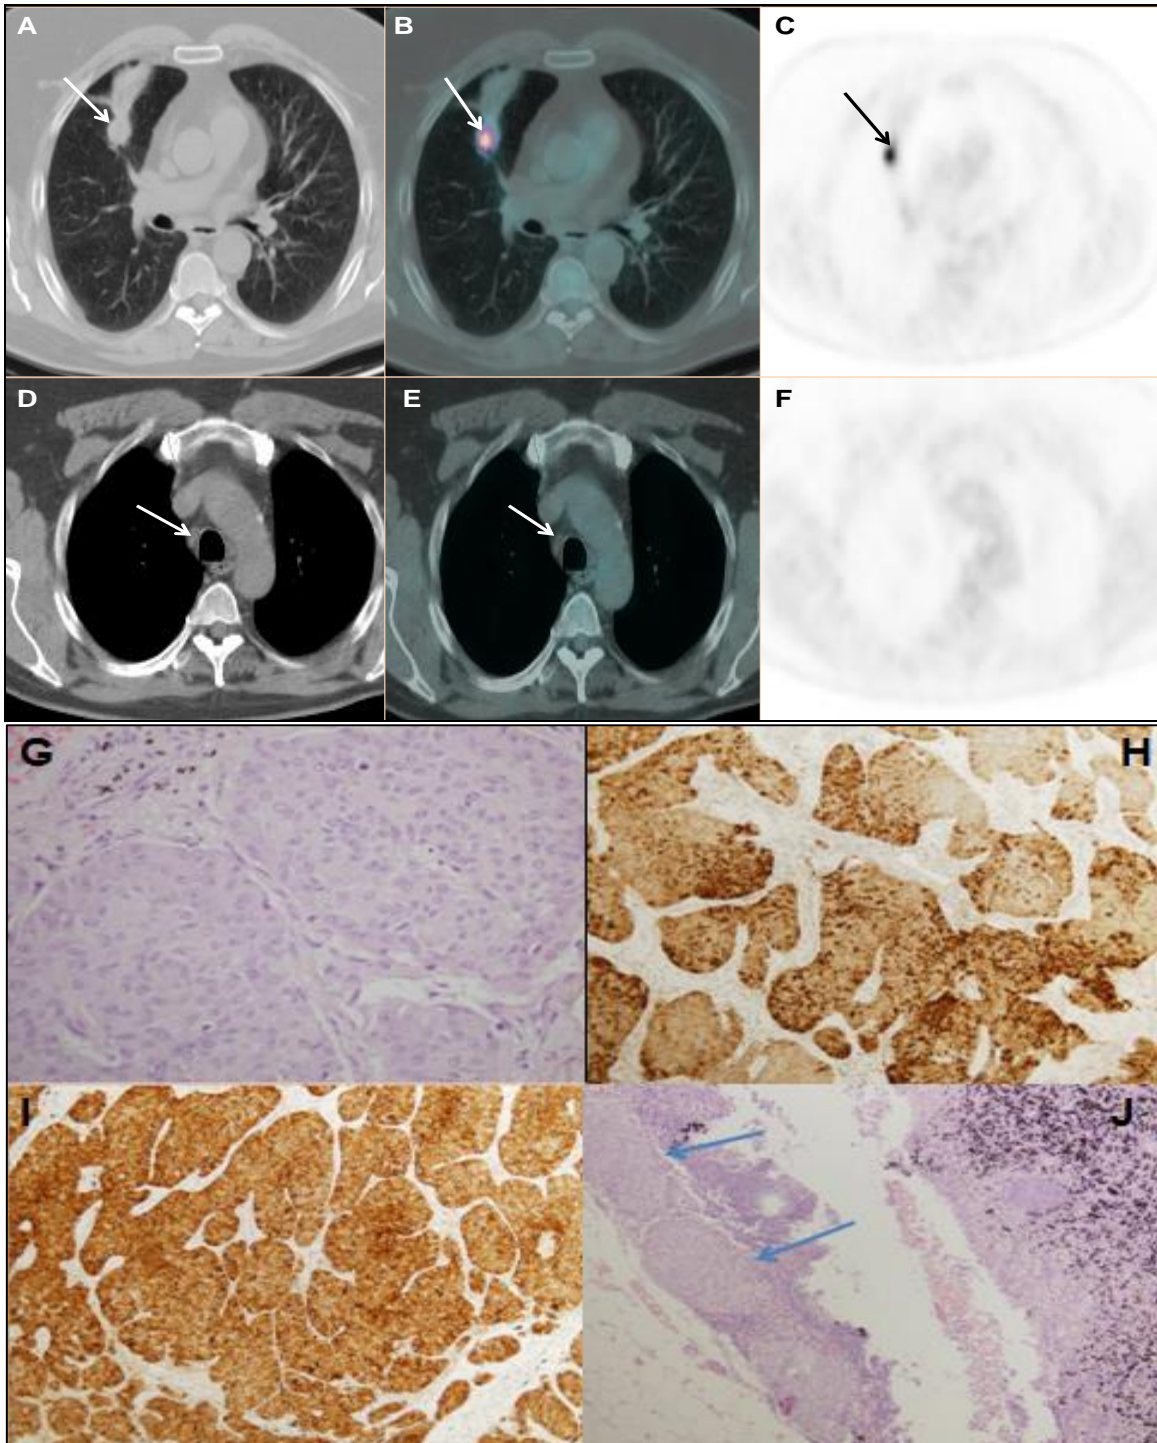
Varón de 57 años, diabético, con un tumor carcinoide atípico (caso 10 de la Tabla 09, falso negativo). Estudio de PET-TAC de estadificación. Imágenes A, B y C en el plano axial del tumor primario en LM que muestran la captación de FDG del tumor (flechas) y la ausencia de captación en la atelectasia distal al mismo. Imagen D, TC en el plano axial donde se observa un ganglio paratraqueal derecho bajo menor de 1 cm de diámetro en el eje corto (flecha), sin captación en el estudio de la PET ni en la fusión (imágenes F y E, respectivamente). Imágenes G, H e I de la anatomía patológica del tumor primario con tinción de HE, cromogranina y sinaptofisina, respectivamente;
